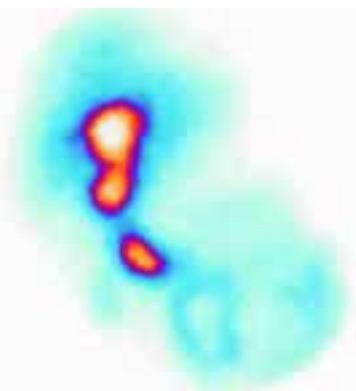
Гепатосцинтиграма хворого С. з гіпокінетичною дискінезією жовчного міхура
